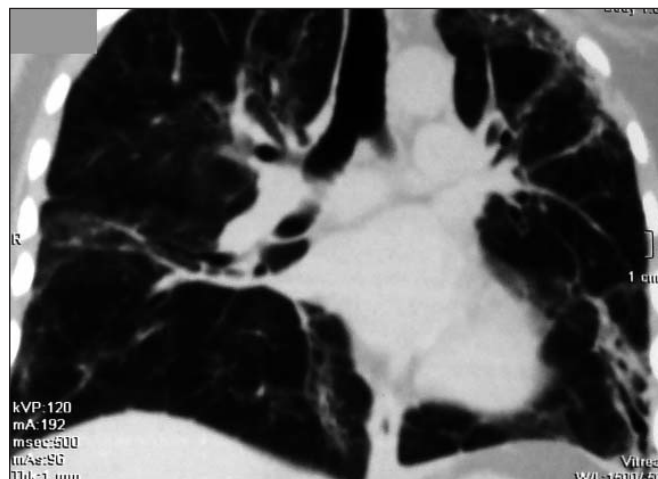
Пациентка 39 лет. КТ-динамика через 4,5 мес. от начала перенесенного заболевания. Срединный срез. Двухсторонний поствоспалительный фиброз
